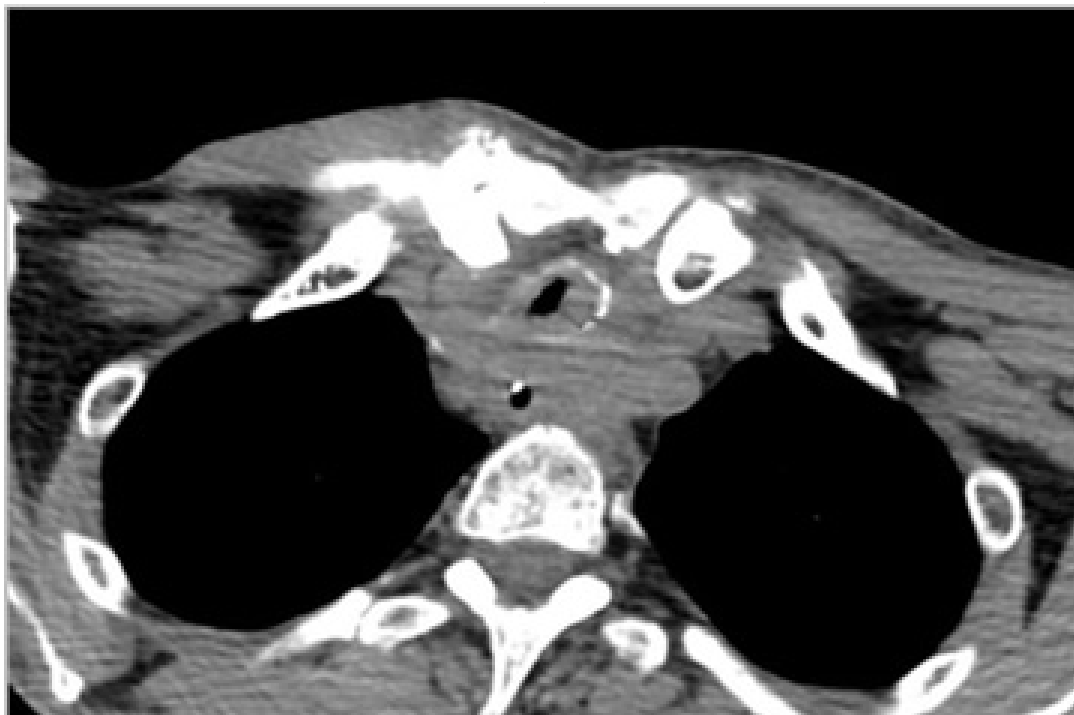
КТ органов грудной клетки. Выраженный стеноз проксимальных отделов трахеи вследствие вторичного распространения опухоли гортани
